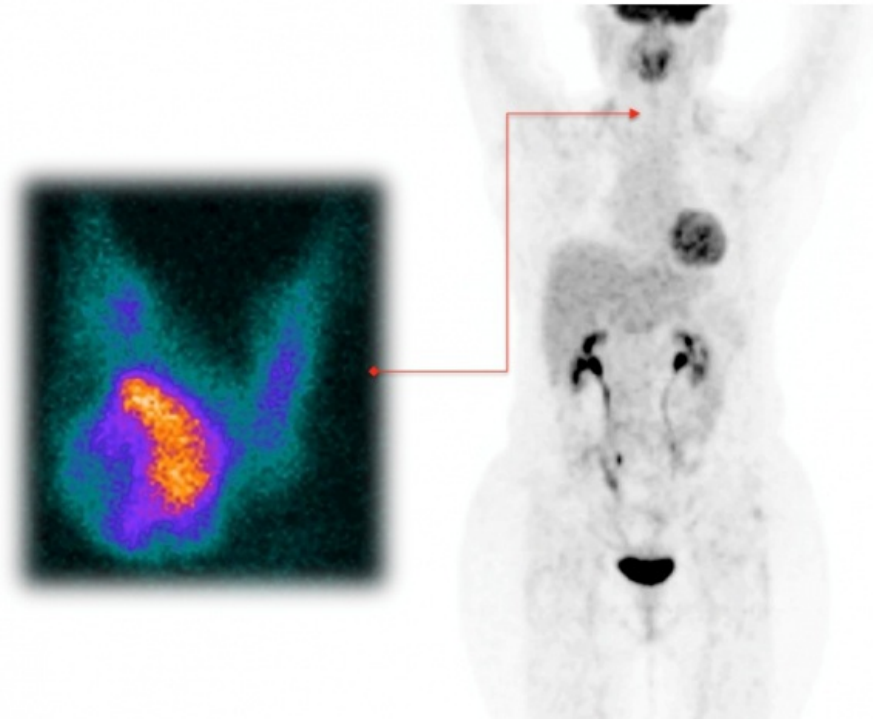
La imagen gammagráfica de tiroides con 99mTc (izquierda) muestra un gran nódulo hipocaptante a nivel del lóbulo inferior derecho; la BACAF mostró carcinoma folicular diferenciado. La imagen PET con 18F-FDG del mismo paciente (derecha) no muestra captación en la tiroides, lo cual representa un comportamiento frecuente de este tipo de tumor frente a la glucosa mientras se mantiene la diferenciación.
